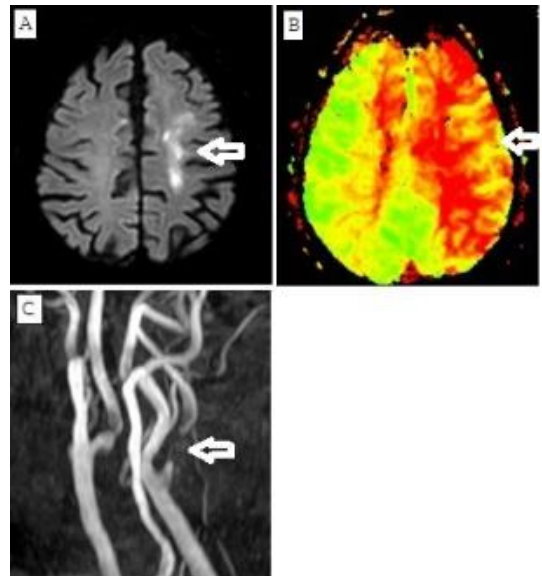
Brain MRI and MRA in a 80-year-old man. (A) Diffusion weighted image showed multiple acute border zone infarctions(Arrow) in left centrum semiovale & frontal cortex. (B) Perfusion time to peak image showed mild to moderate diffuse perfusion deficit(Arrow) at left internal carotid artery (ICA) territory. (C) Brain MRA showed Severe stenosis(Arrow) of left proximal cervical ICA with Mild stenosis of right proximal cervical ICA.
